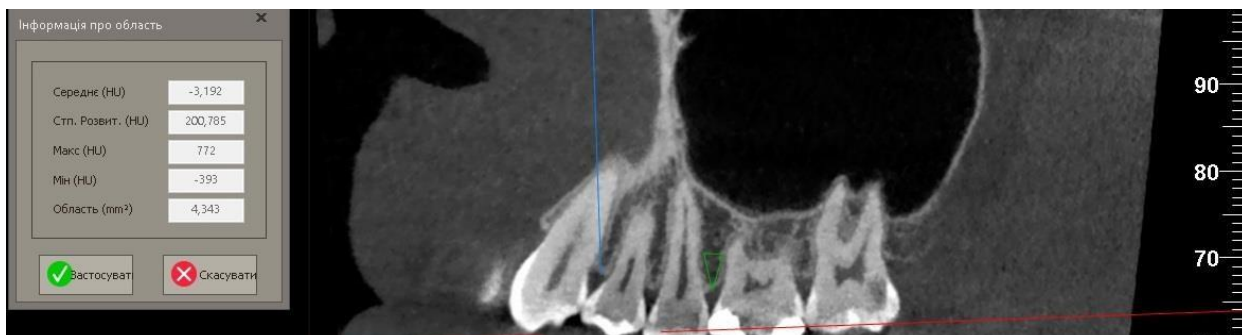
Ділянка остеопорозу на 3D-КТ
